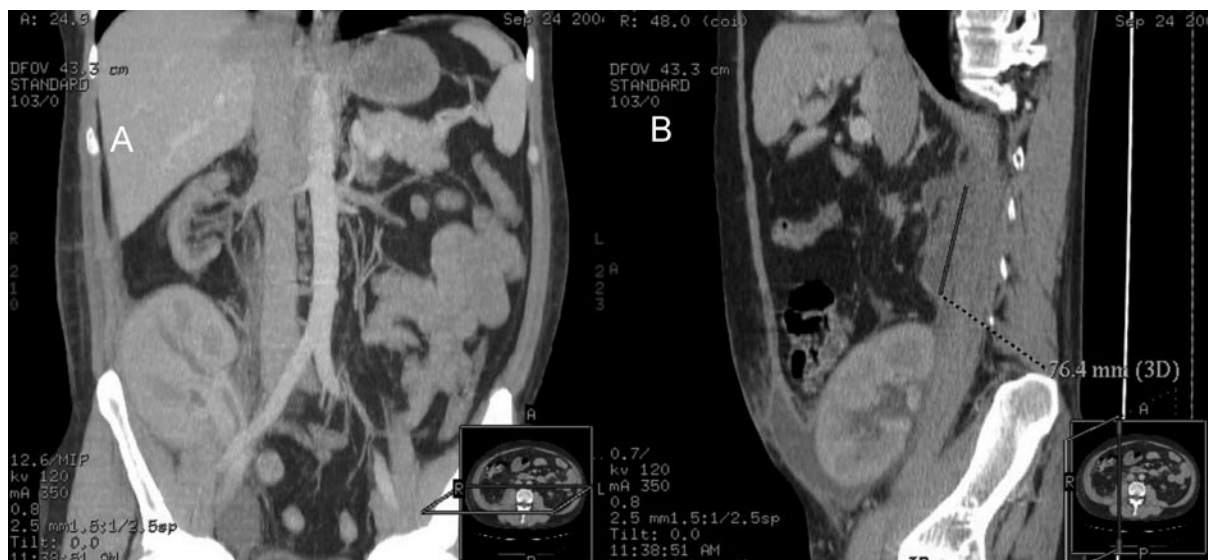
CT with contrast enhancement: reconstructions in the frontal (A) and sagittal (B) planes. The normal image of a renal graft and renal vessels. Additionally, a 76.4-mm-long abscess on the lumbar muscle and a fluid cystern in the abdominal wall at the level of the renal graft.
